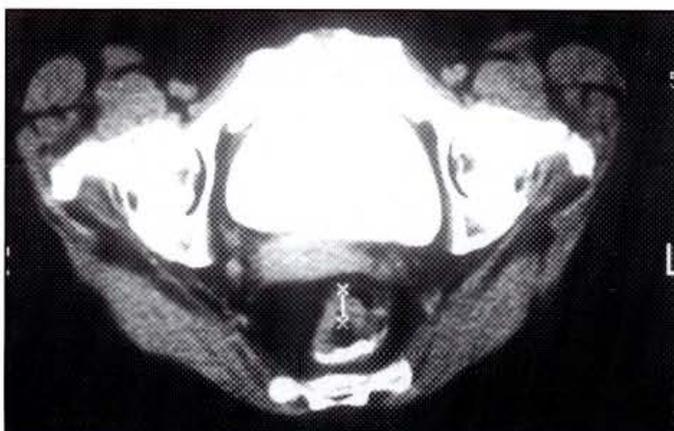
TAC de una paciente con Ca de recto bajo, localmente avanzado.
